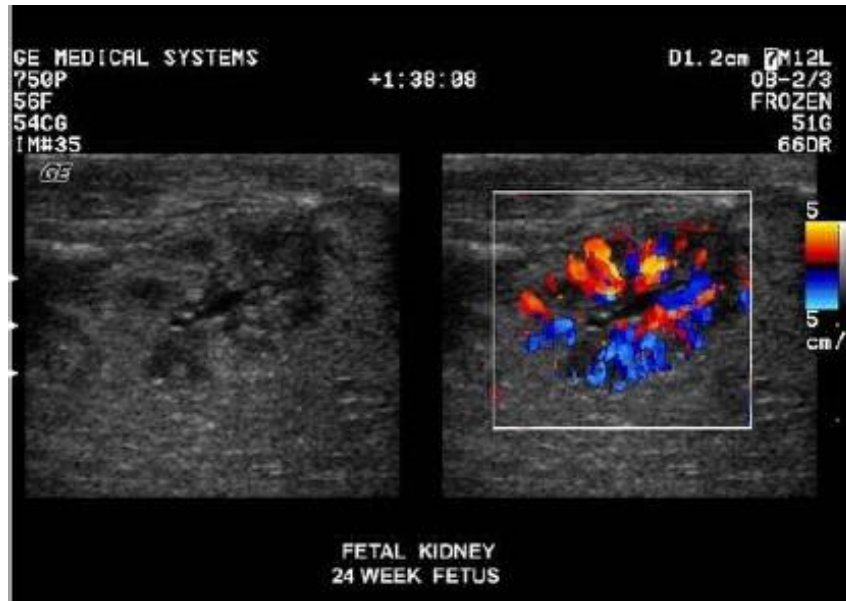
Ultrasonido doppler del riñón fetal.
